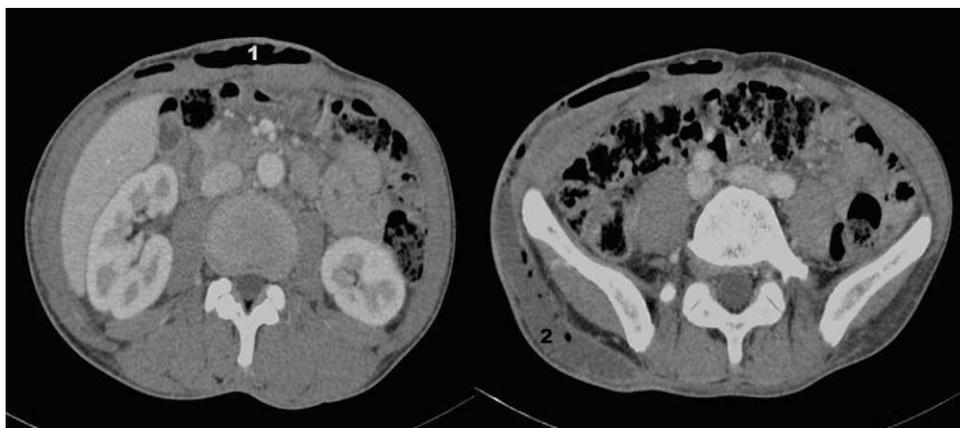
Imágenes de TC que muestran enfisema (1) y colección (2), limitados a tejido subcutáneo. Integridad fascial sin continuidad con cavidad peritoneal.
